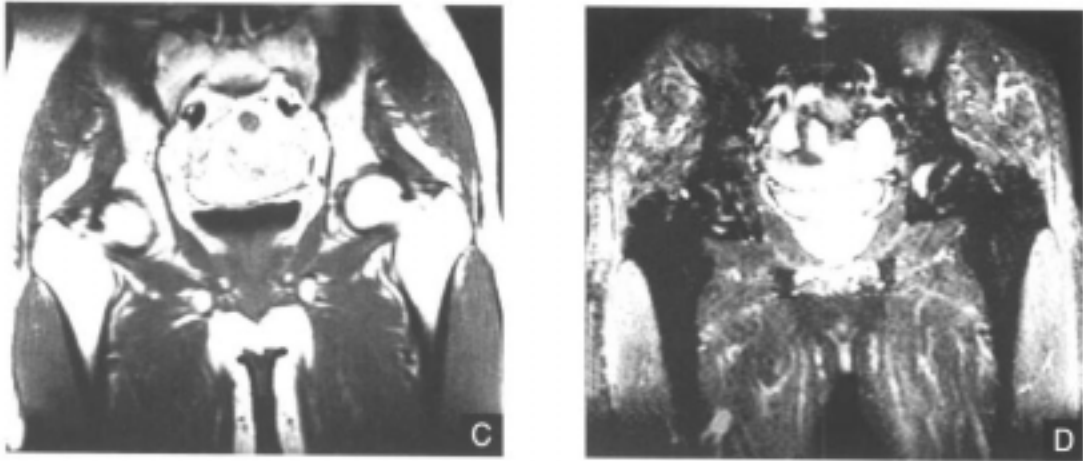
再生障碍性贫血的典型 MRI 表现
